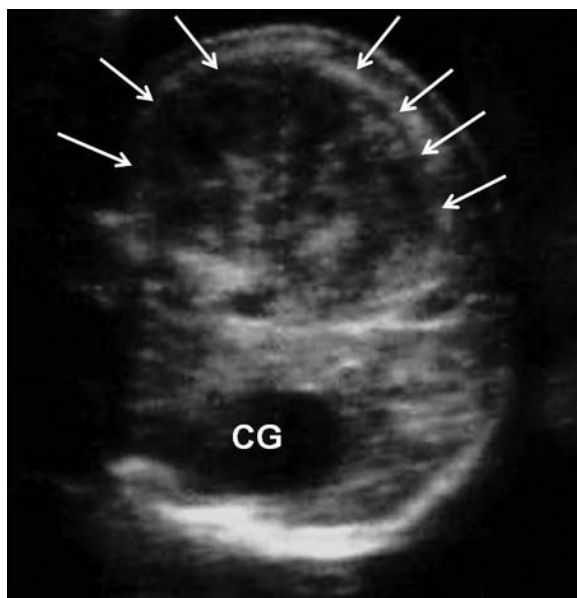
Nefroma Mesoblástico. Ecografía prenatal. Feto de 34 semanas de EG. Corte axial del abdomen fetal donde se observa masa sólida heterogénea en fosa renal derecha (FRD) (flechas). El Doppler color reveló escasa vascularización. CG: cámara gástrica.
